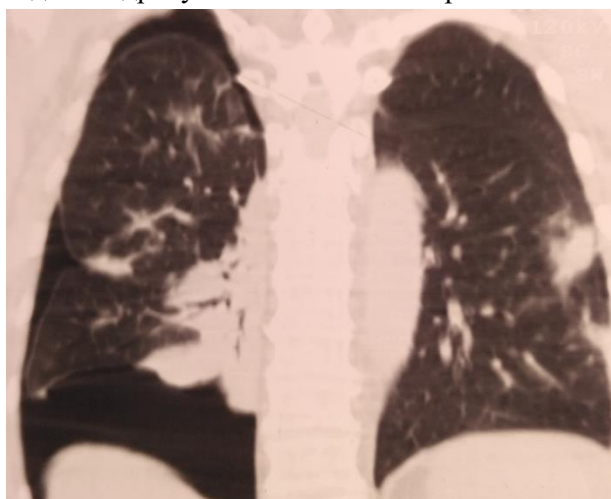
КТ органів грудної клітки. Частковий пневмоторакс справа на тлі активної двосторонньої COVID-19 пневмонії
